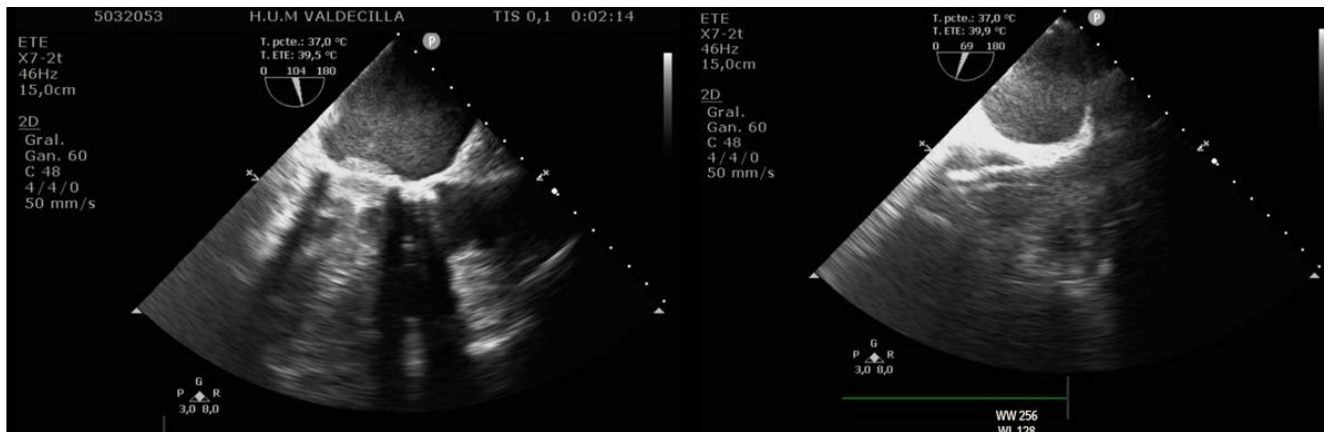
Ecocardiograma transesofágico. En la imagen de la izquierda se objetiva trombo de gran dimensión que obstruye por completo el funcionamiento de los discos. En la imagen de la derecha, se objetiva un plano bicava durante la canulación de la ECMO, con la cánula venosa abocada a vena cava superior.
